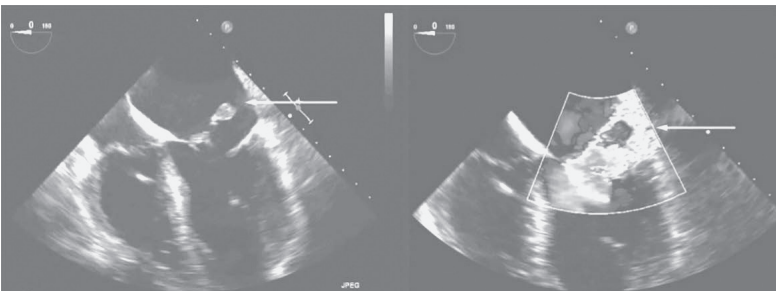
Ecocardiograma transefágico que muestra ruptura del músculo papilar posteromedial (izquierda) e insuficiencia mitral aguda grave resultante (derecha).
